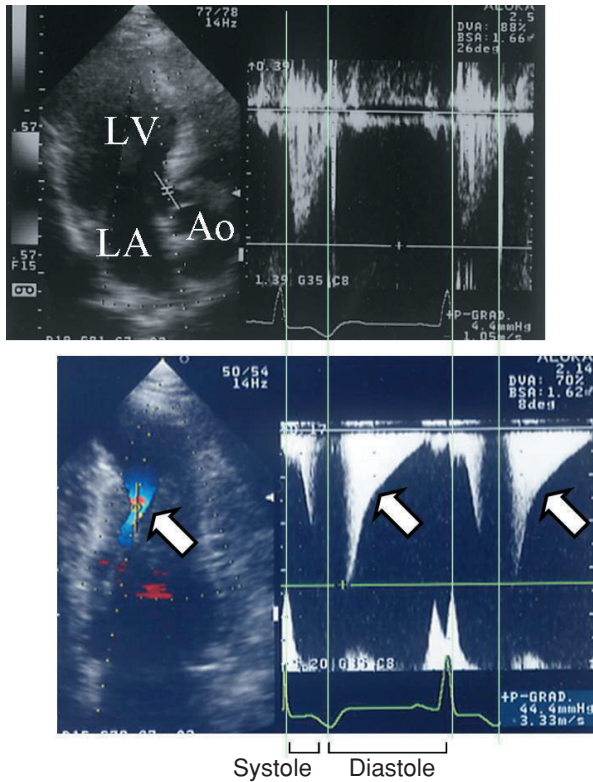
Case 4. Color Doppler imaging showing diastolic paradoxical jet flow
